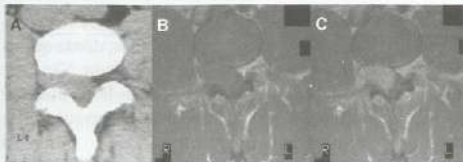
Schwannoma em L4 à direita. A, TC demonstrando massa com densidade de partes moles ocupando o forame neural direito; B, RM no plano axial ponderada em T1 no mesmo nível, demonstrando a massa; C, após administração do meio de contraste paramagnético (gadolínio) observa-se intensa impregnação.
